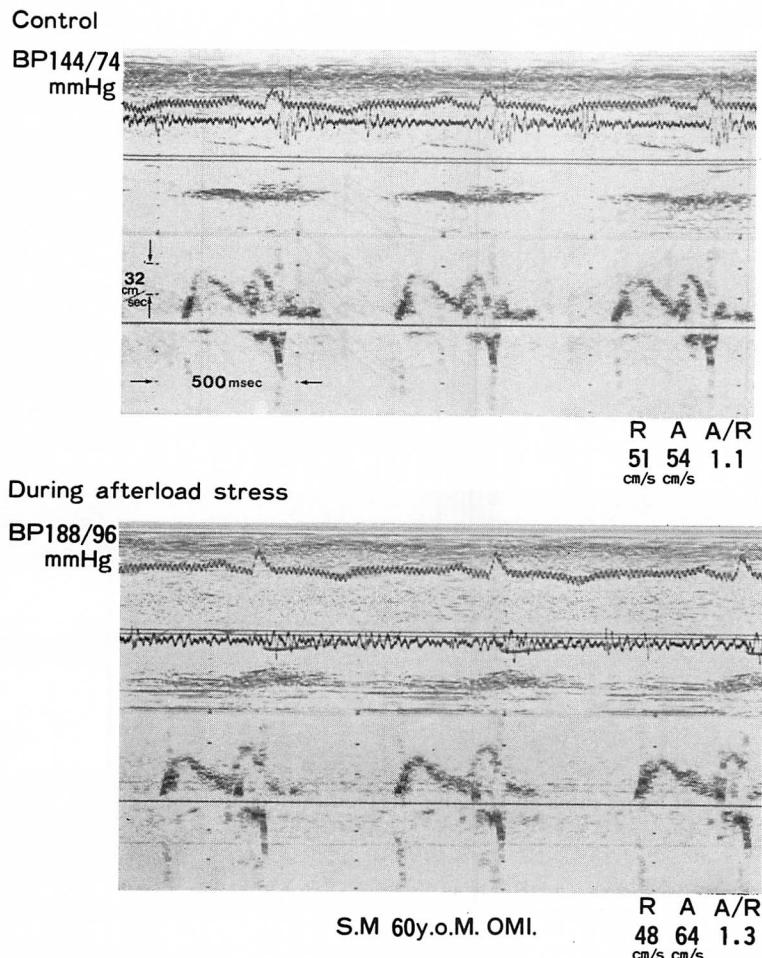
Pulsed Doppler echocardiograms before and during angiotensin II infusion.
